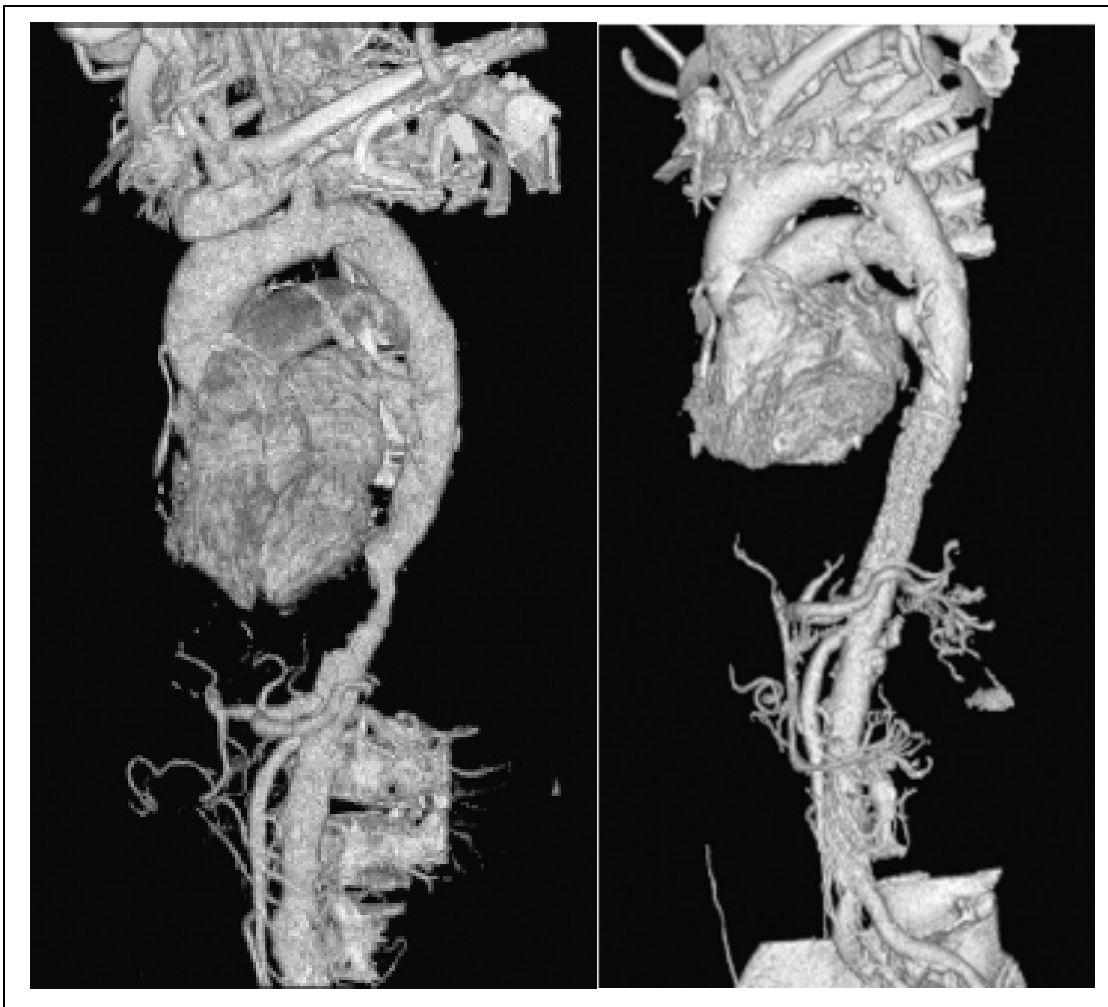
links: präinterventionelles CT einer *Coral reef* Aorta im Bereich des thoracoabdominellen Übergangs; rechts: postinterventionelles CT nach transfemorale Stentung
